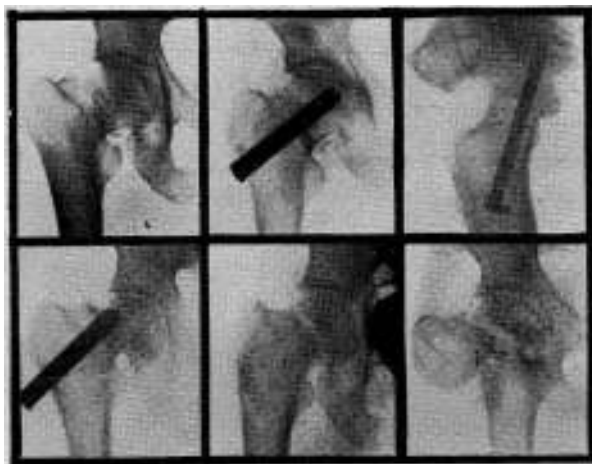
Ficha 3321. Fractura transcervical. Enfermo de 68 años. Operado: Clavo de Smith-Petersen modificado. (Valls-Lagomarsino). Inmediatamente antes. Inmediatamente después. A los 13 meses: la enferma se consideraba curada cuando bruscamente tiene un cuadro de dolor y de impotencia. La radiografía demuestra que el clavo ha migrado espontáneamente y como no existía aún callo, la fractura se reprodujo. Después de la extirpación del clavo y de la reducción de la fractura. A los 5 meses de la Osteotomía. Muy buen resultado de la Osteotomía.
